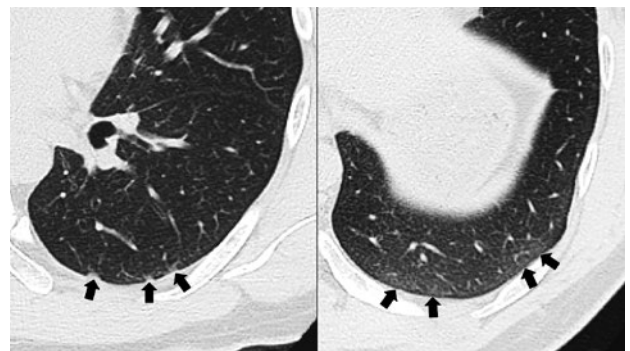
再入院時CT所見. 左下葉背側には胸膜肥厚と淡い肺野濃度上昇を認めた (矢印).
